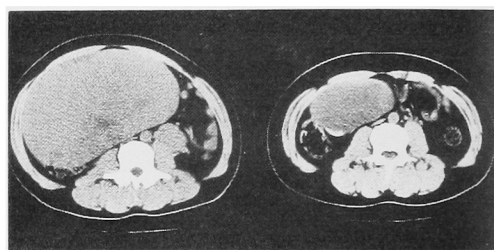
左・入院時の腹部 CT 像 右 化学療法後の腹部 CT 像
